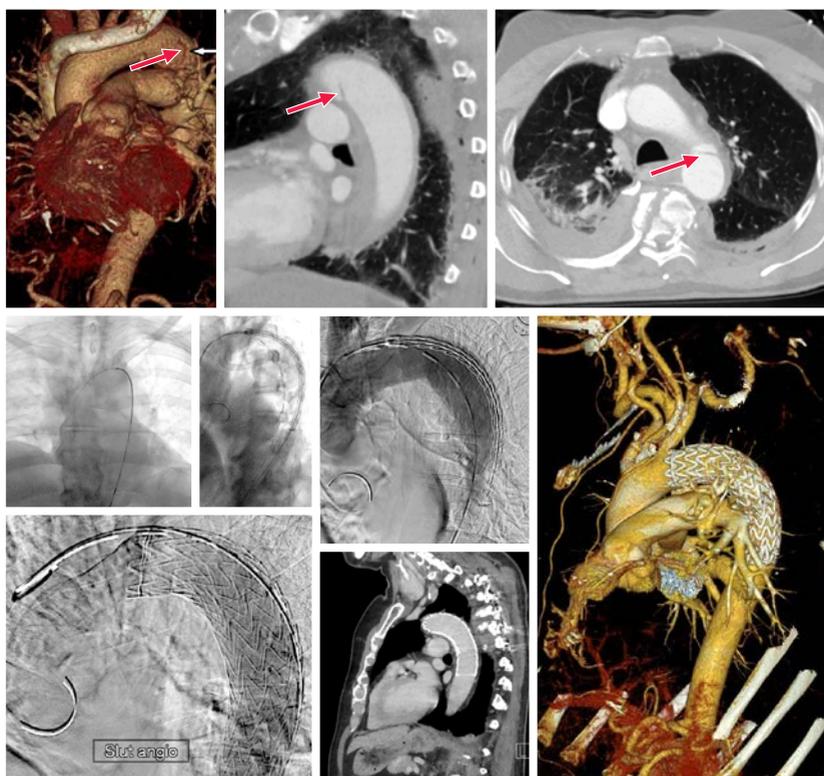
Выполнение экстренного TEVAR пациенту с травматическим разрывом грудной аорты. Проводник и стент-графт установлены, выполнена контрольная КТ-ангиография. Обратите внимание, что стент-графт покрывает большую кривизну дуги аорты, тем самым перекрывая зону повреждения.
